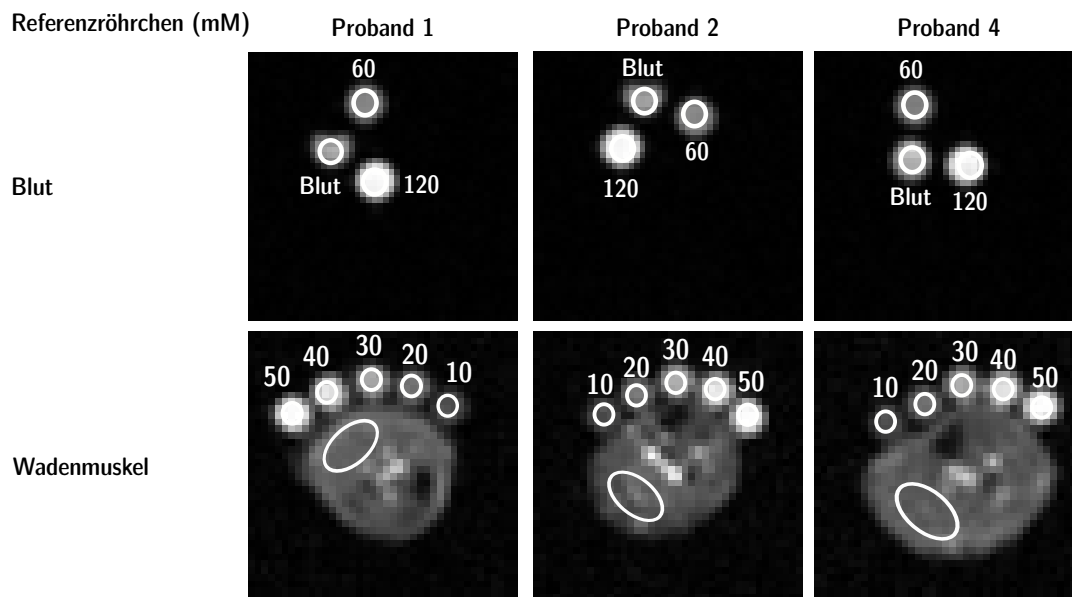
^{23}Na -MRT-Aufnahmen der Blutproben (oben) und des Wadenmuskels (unten) von Proband 1, 2 und 4. Für die Bestimmung der Natriumkonzentration wurden Referenzröhrchen zugefügt. Für Blut: 60 mM und 120 mM. Für den Wadenmuskel: 10 mM, 20 mM, 30 mM, 40 mM, 50 mM. Die Abbildung ist reproduziert von Lott et al. [2019] mit freundlicher Genehmigung von *John Wiley and Sons*, Lizenznr. 4775340334895, 24.02.2020.
